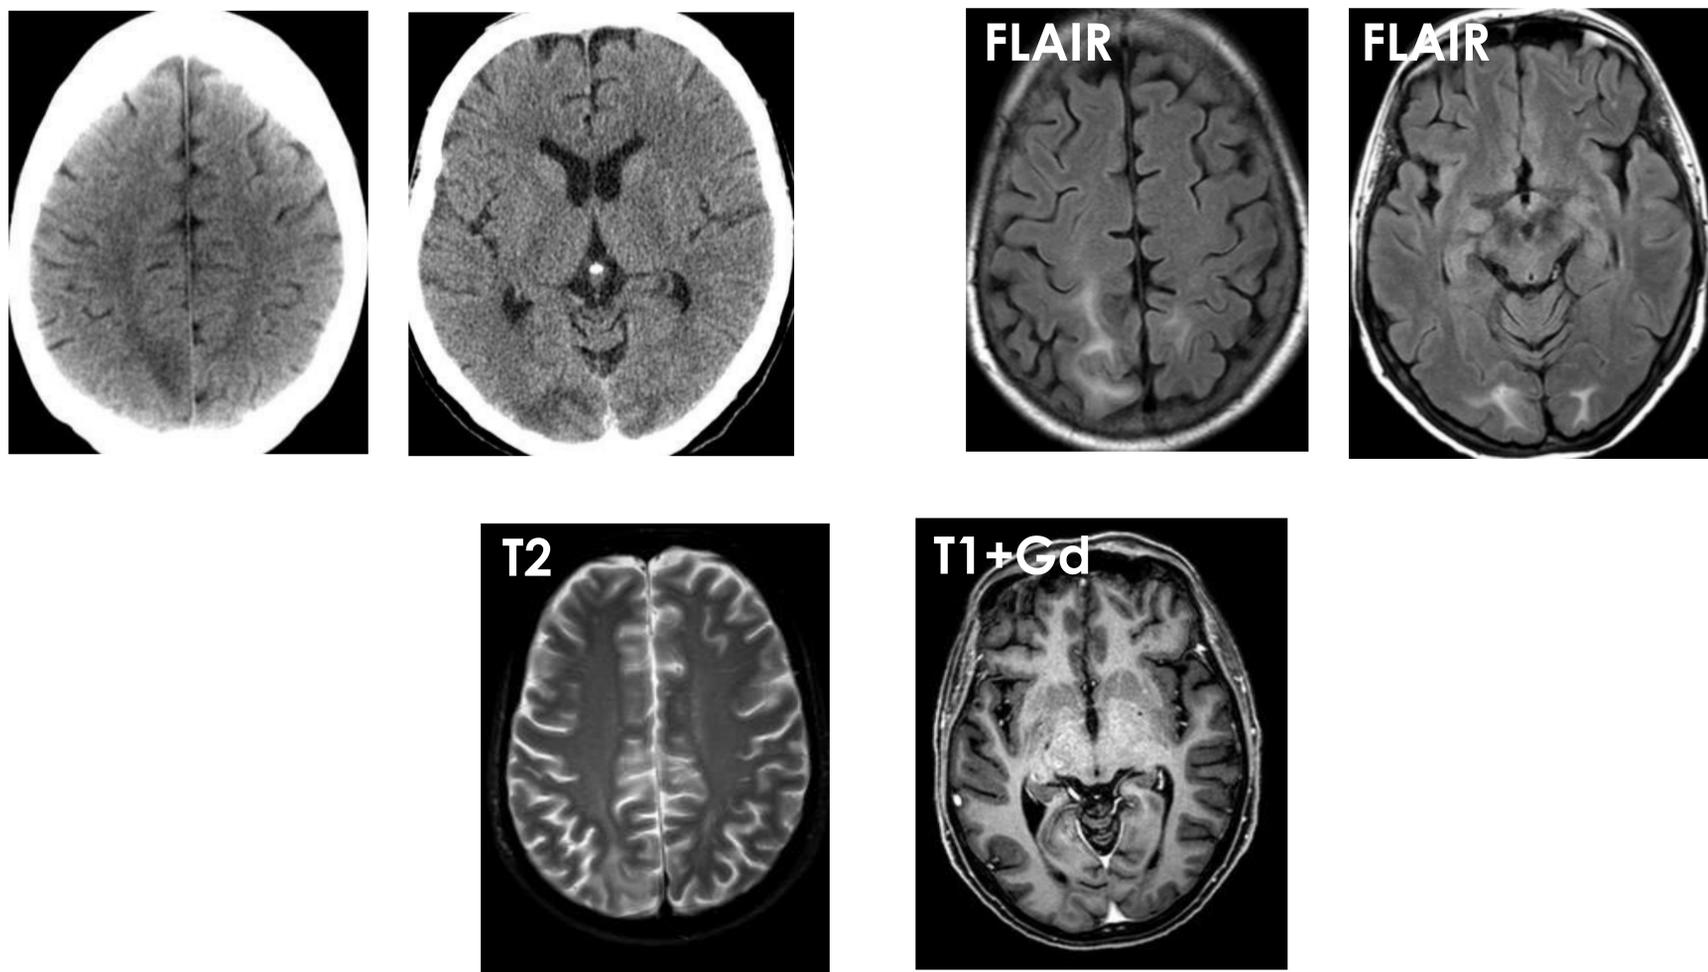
Áreas hipodensas por edema en territorio posterior sin captación de contraste. En resonancia se muestran hipo-T1 e hiper-T2/FLAIR.
